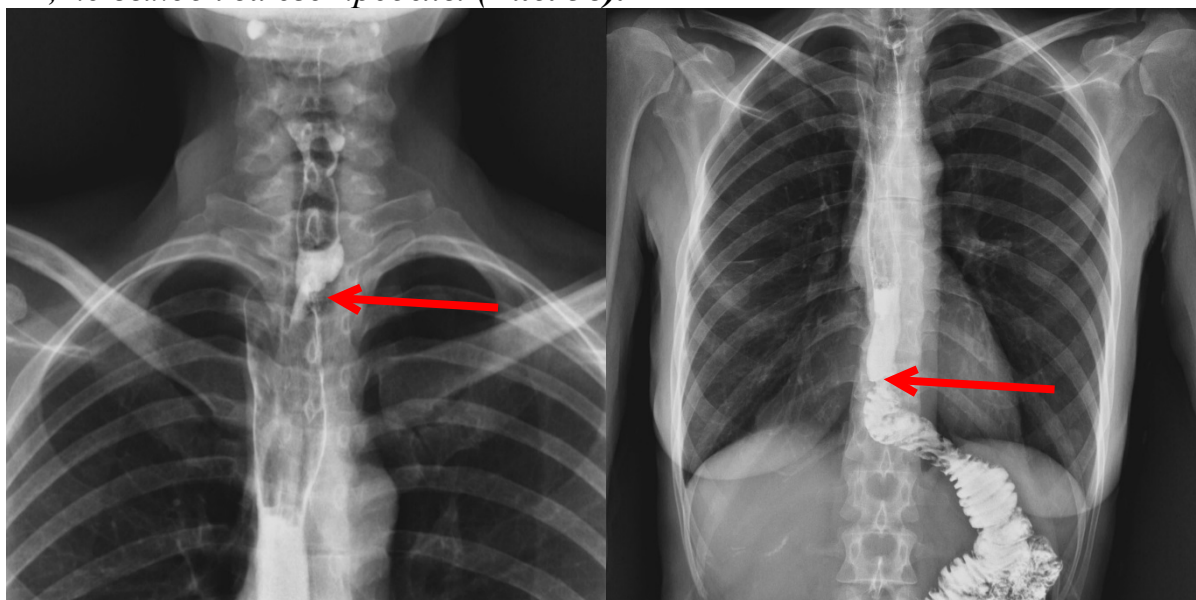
Рентгенограмма трансплантата в прямой проекции. Частичная несостоятельность ЭГА с локальным затеком траст (красная стрелка).
